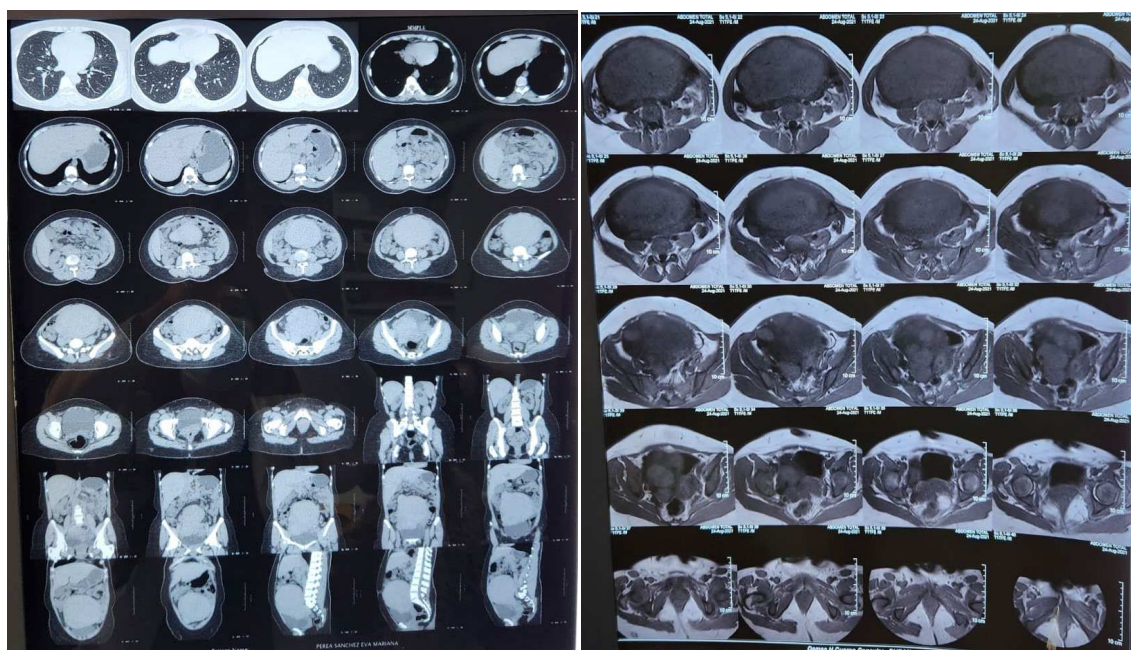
RMN Mioma Uterino de gran tamaño
